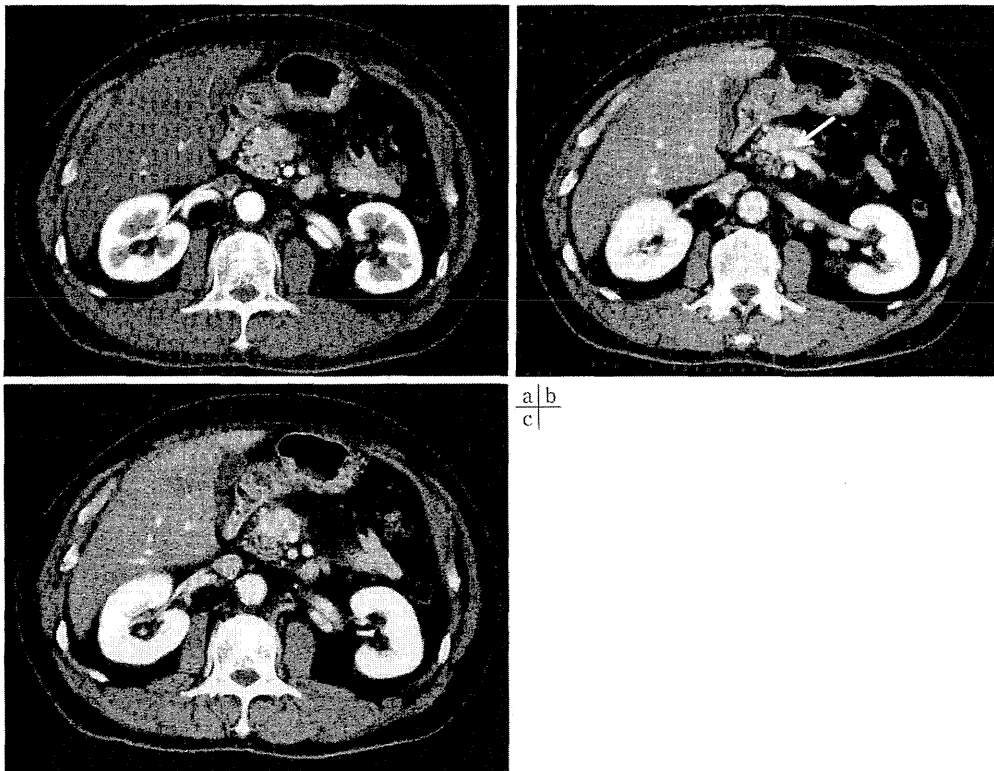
腹部造影CT検査 (a: 動脈相, b, c: 門脈相)
